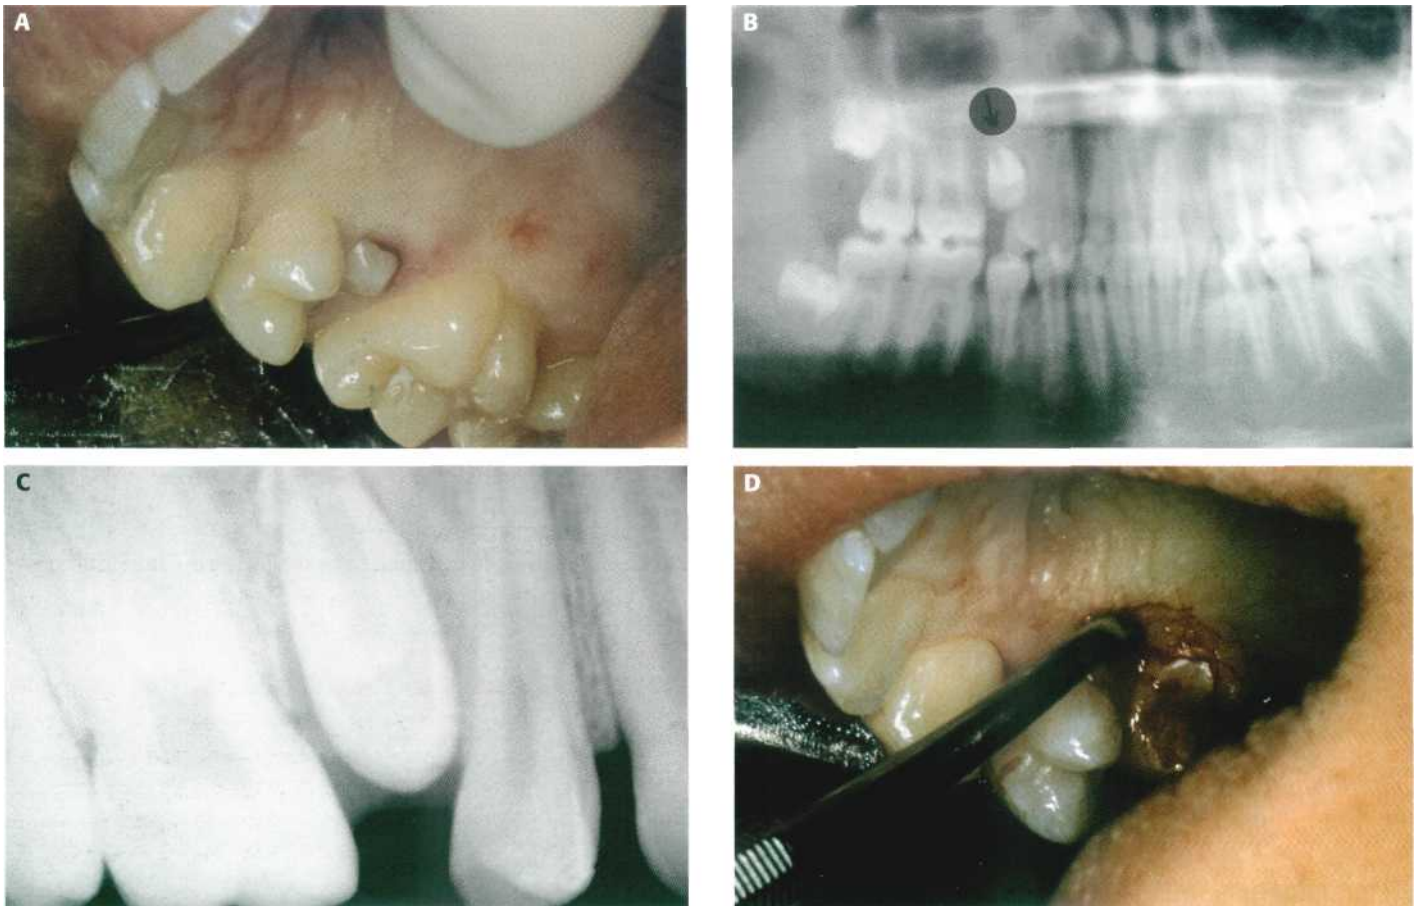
Segundo premolar superior erupcionado parcialmente por palatino. (A) Aspecto clínico. (B) Ortopantomografía. (C) Radiografía periapical. (D) Exodoncia con los botadores de Pott.
